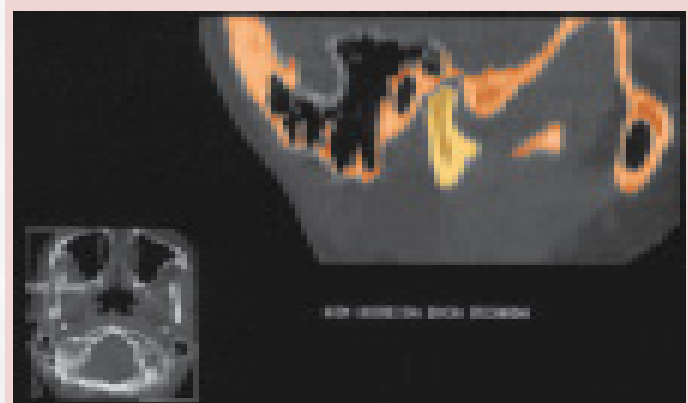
6B, 6C : Varredura por TC sagital revelando doença articular degenerativa. Nota-se alterações osteodegenerativas. Presença de osteófito marginal anterior. A coloração das imagens tem o intuito de facilitar ao leitor a identificação das estruturas a estudar.
